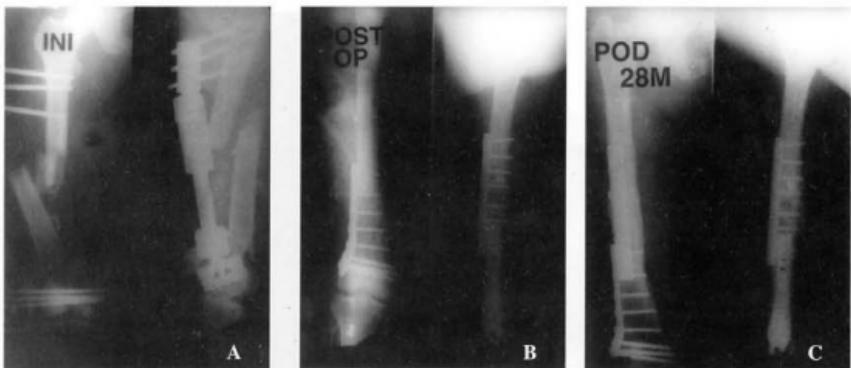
Preoperative radiographs of 36 year-old female show shaft fracture and type C2 supra-intercondylar fracture transiently fixed with external fixator.
